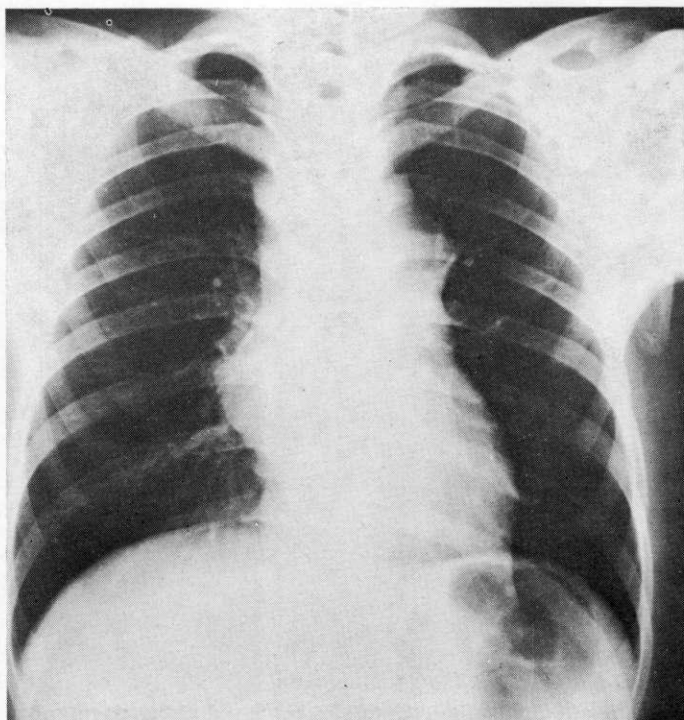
Radiografia standard del torace in proiezione antero-posteriore, che mette in evidenza un'espansione del mediastino di destra corrispondente alla massa del germinoma.
